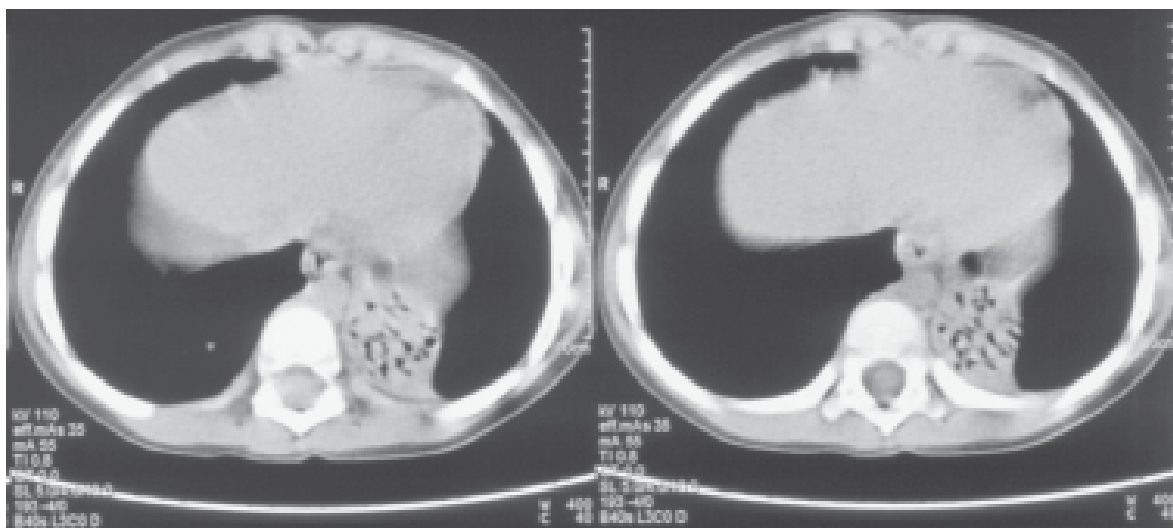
• TC torácica onde se observa maior extensão da área de consolidação paravertebral esquerda (na comparação com TC anterior), com bronquiectasias de paredes grossas, sem parênquima pulmonar viável, traduzindo-se num aspeto de acumulação de quistos – imagem compatível com Sequestro Pulmonar ou Malformação Adenomatóide Quística.
